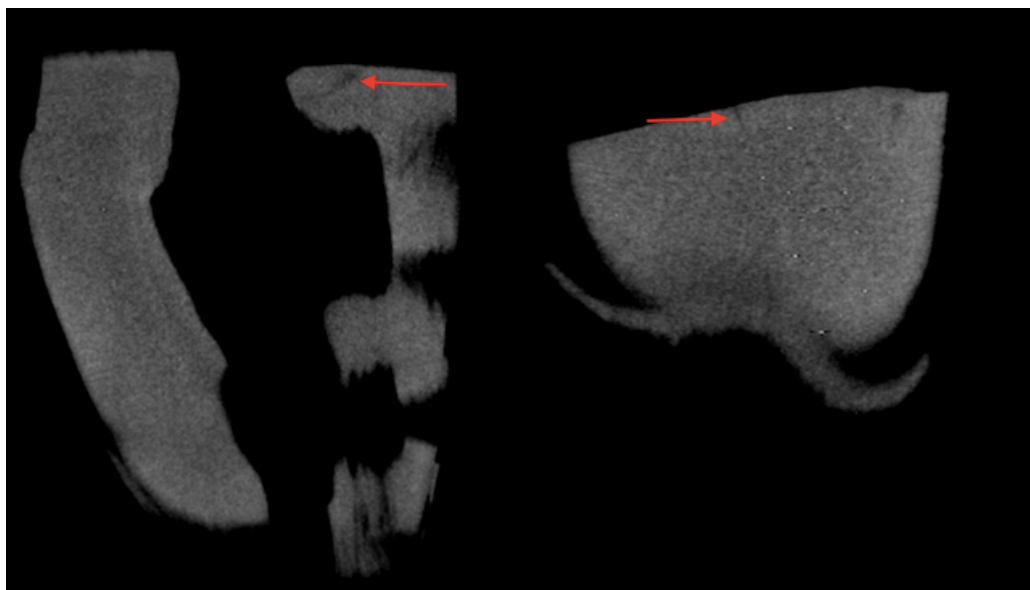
Mikro CT Aufnahmen von der Probe K14. Rote Pfeile zeigen auf beobachtete Infrakturen.
